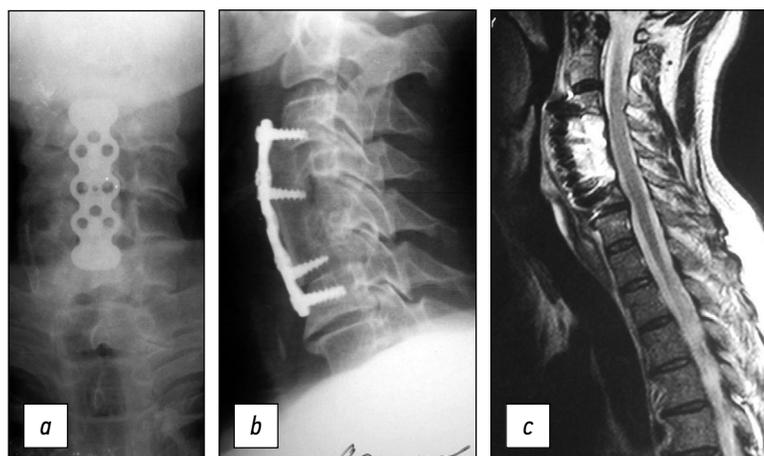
Послеоперационные снимки: *a, b* — на рентгенограммах отмечается стабилизация сегмента С3–С6 аутокостью и фиксация цервикальной пластиной, *c* — на МРТ стеноз позвоночного канала устранён, компрессии спинного мозга нет.
